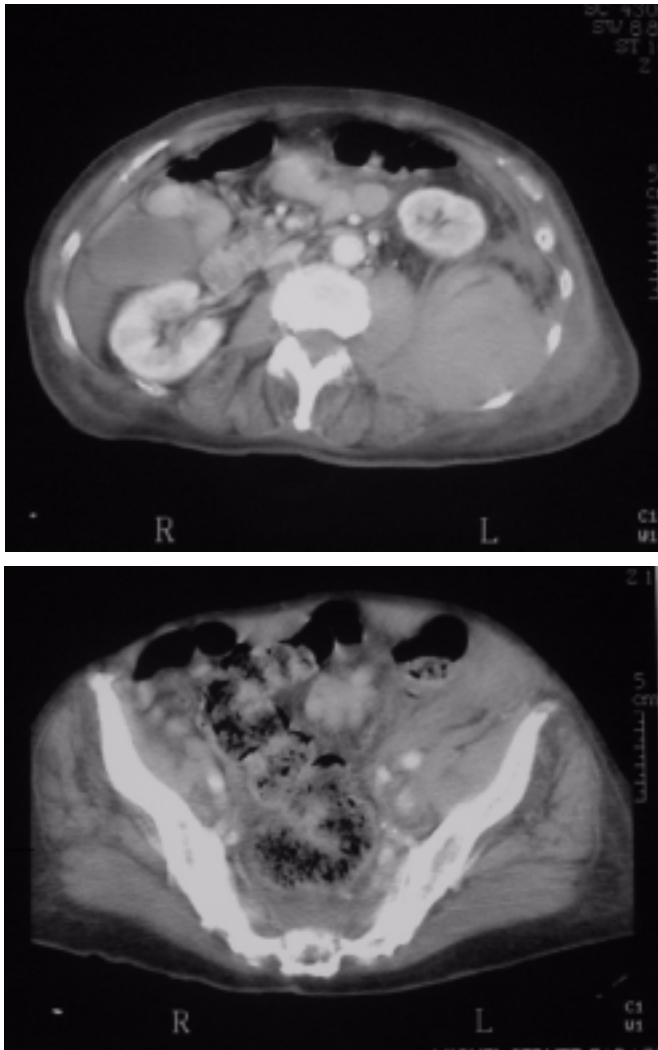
Cortes de TAC con contraste i.v. a nivel abdominal. Superior: hematoma retroperitoneal izquierdo que desplaza anteriormente al riñón. Líquido libre perihepático y periesplénico. Inferior: continuación del hematoma retroperitoneal hacia músculo iliopsoas izquierdo que engloba a arteria y vena ilíacas.
